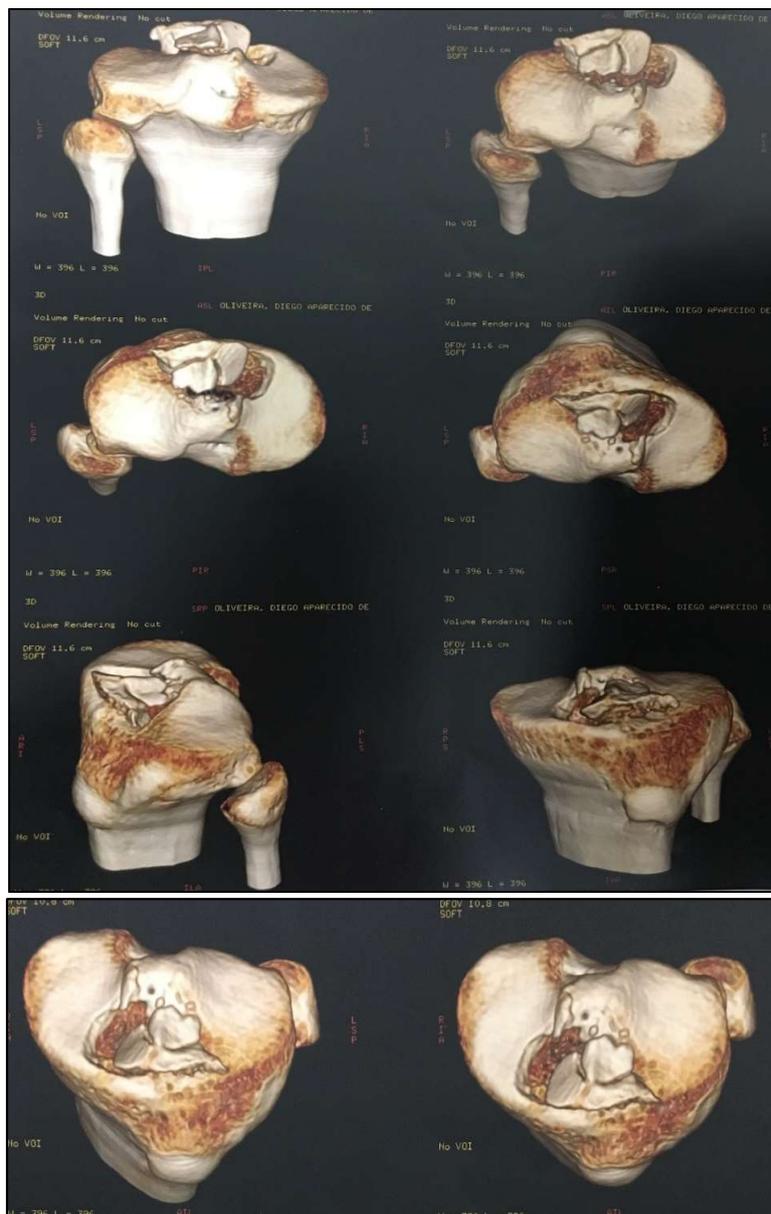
Tomografia com reconstrução 3D, com exclusão do fêmur.
